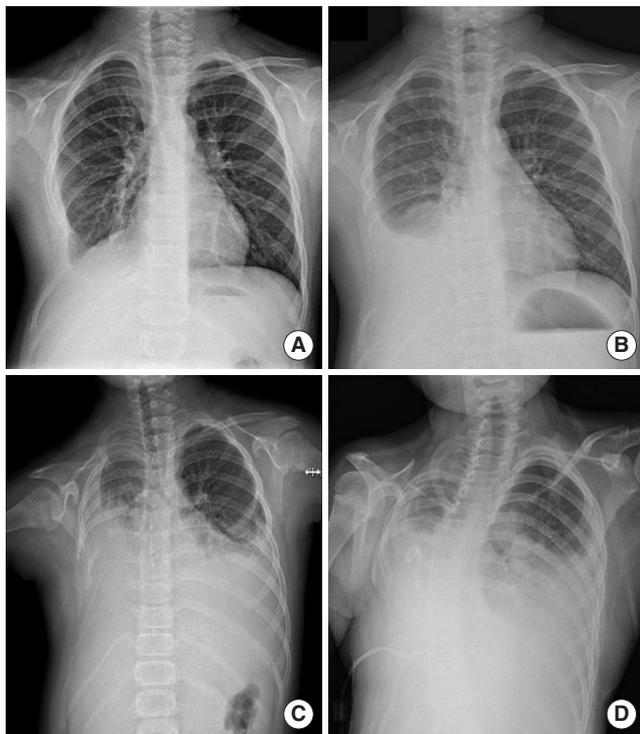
Serial X-ray images show the gradual increase in the pleural fluid of both lung fields in 2010 (A), in 2012 (B), in February 2015 (C), and in December 2015 (D).
